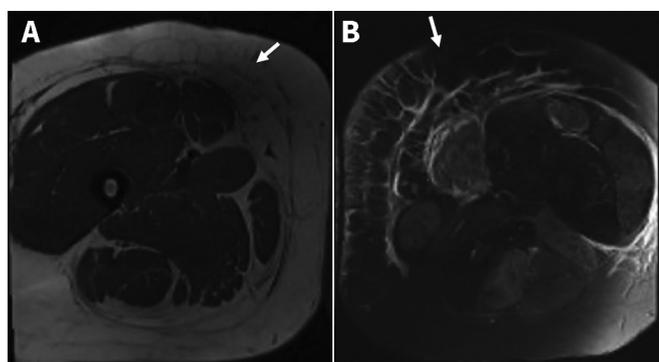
Imagerie par résonance magnétique (IRM) de la cuisse gauche d'une femme de 30 ans souffrant de rhabdomyolyse. (A) IRM pondérée en T_1 montrant une altération importante des tissus adipeux (flèche) et un œdème des muscles de la cuisse. (B) Une IRM pondérée en T_2 a montré des zones hétérogènes diffuses hyperintenses (flèche) et un œdème important affectant les muscles tenseurs du fascia lata, biceps fémoral et vaste latéral.
